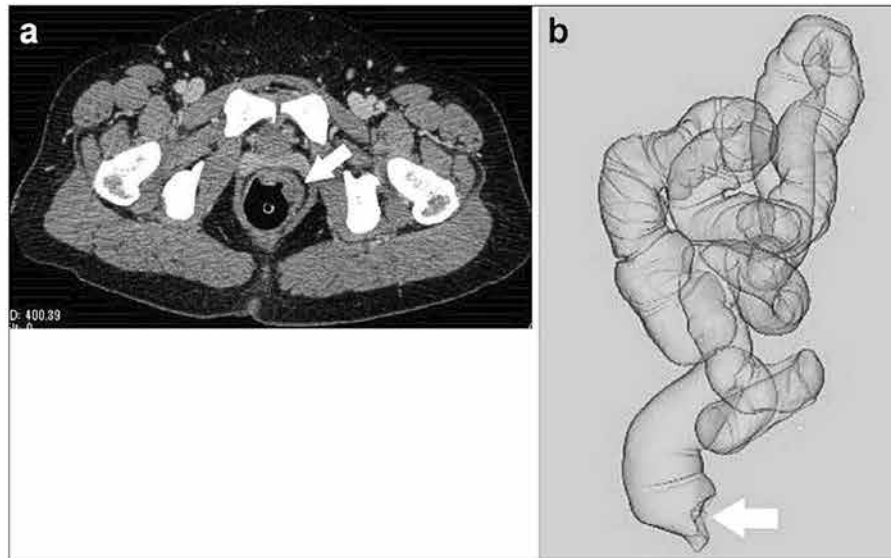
Abdominal CT showed a tumor in the anterior wall of the lower rectum (arrows). (a) axial. (b) colonoscopy.
